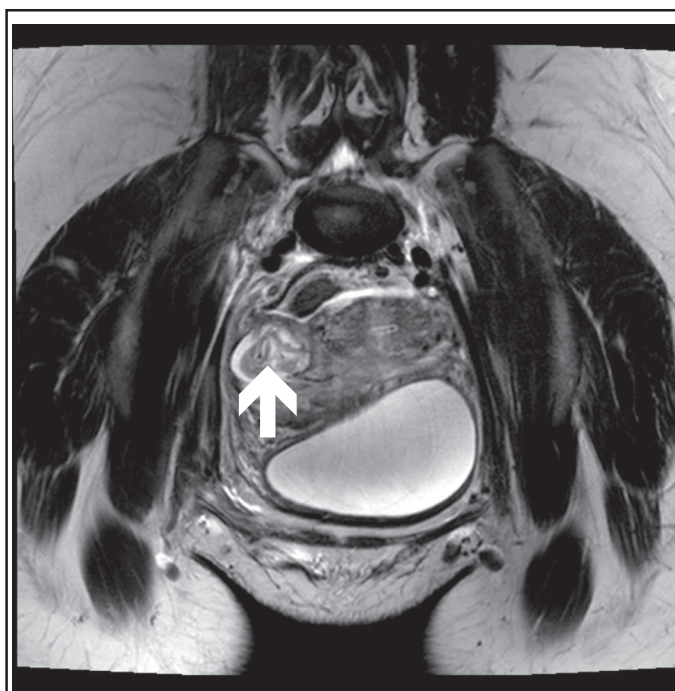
Coupe coronale de la rétention fœtale en IRM T2.
